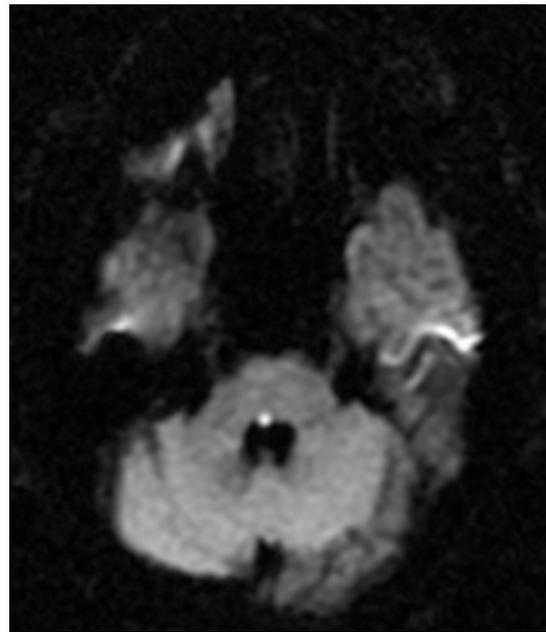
Diffusion-weighted brain MRI image showing acute right pontine infarction (PPRF lesion) (2011. 2. 13)
